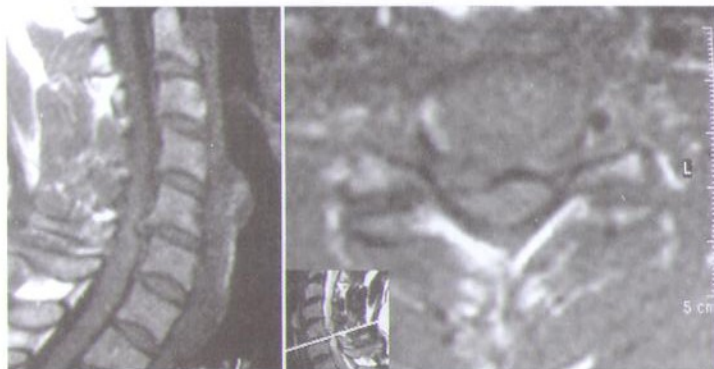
МРТ больного с клиникой цервикальной миелорадикулопатии и синдромом вертебробазиллярной недостаточности, связанных с нестабильностью С5–С6-позвонков, грыжей диска и краевыми остеофитами тела С5-позвонка, приводящей к передней компрессии корешков и спинного мозга.
